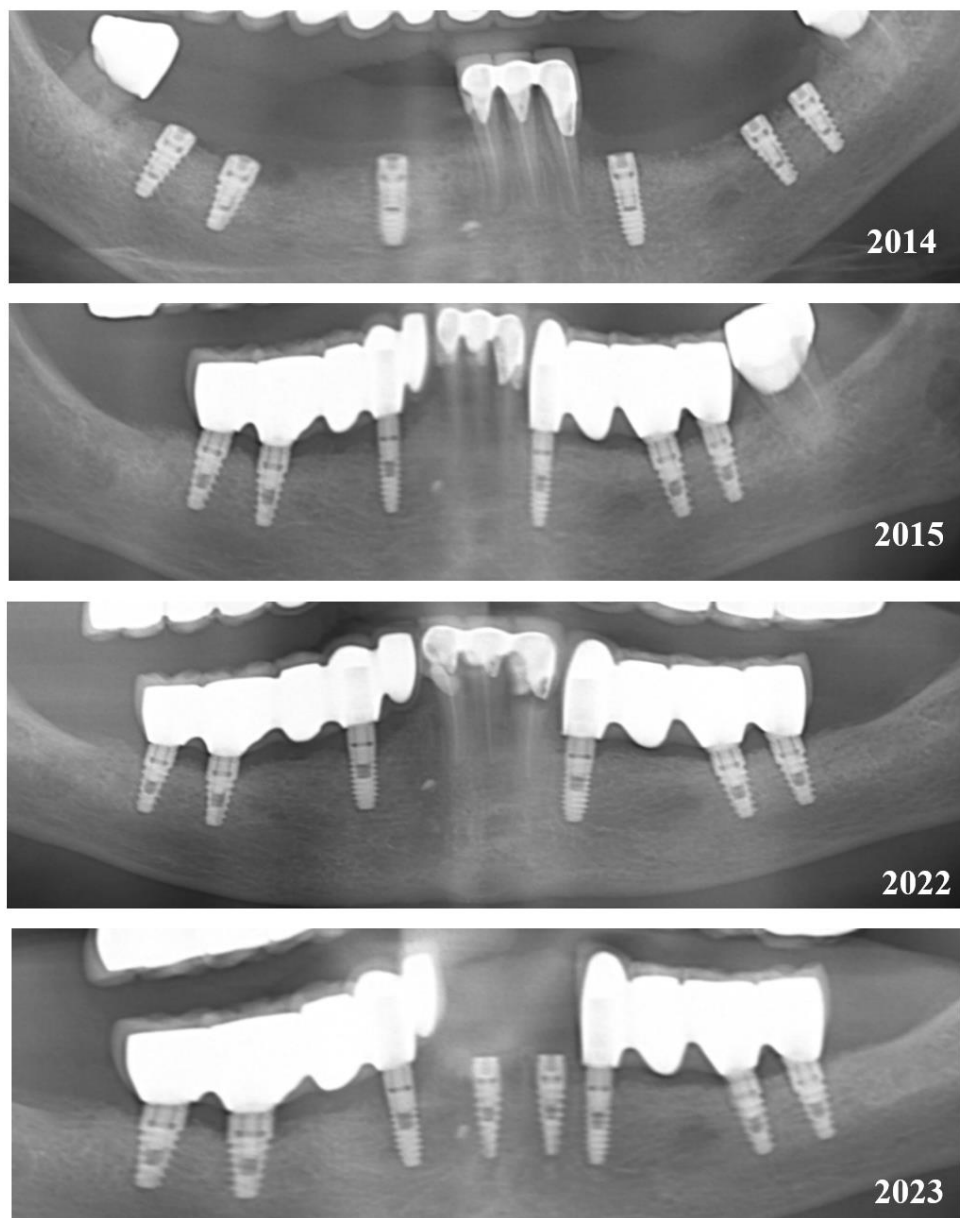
Ортопантомограмма пациентки, запротезированной с использованием неоригинальных абатментов, совместимых с системой BioHorizons TI, на протяжении всего периода наблюдения (2014–2023 гг.)
